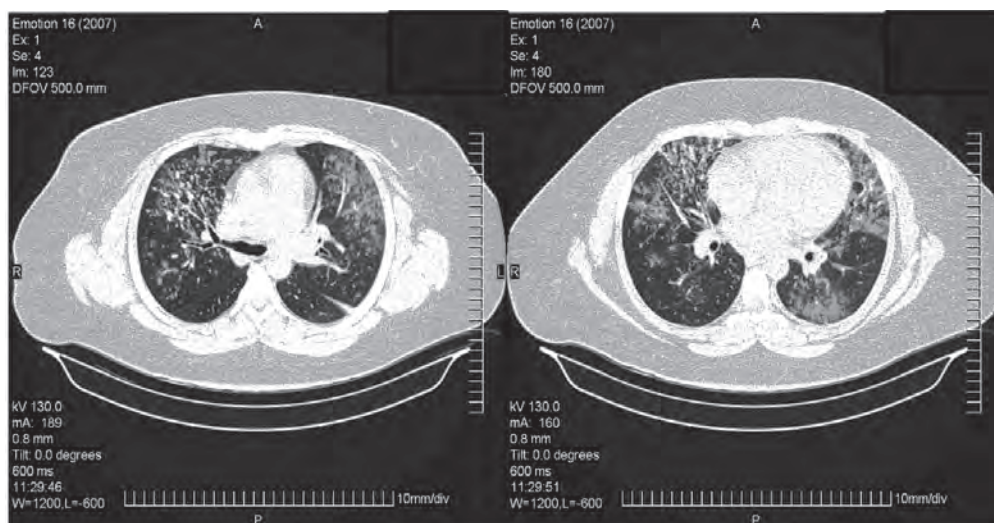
Компьютерная томография пациента с подострым вариантом экзогенного аллергического альвеолита. В субкортикальных отделах видны очаговоподобные тени мелких гранулем, расположенные преимущественно по ходу сосудов, 2–5 мм в диаметре и очаговой структуры участки инфильтрации легочной паренхимы с размытыми контурами. Отмечается воспалительная реакция междолевых листов плевры (слева)
